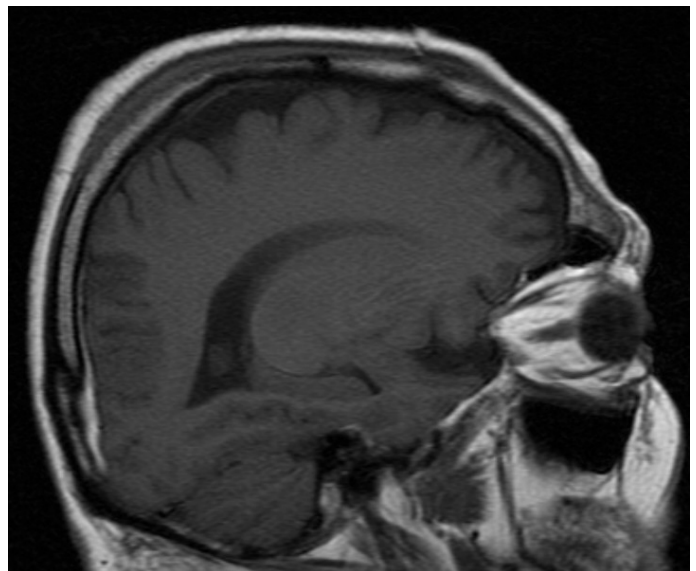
Coupe sagittale IRM T1
